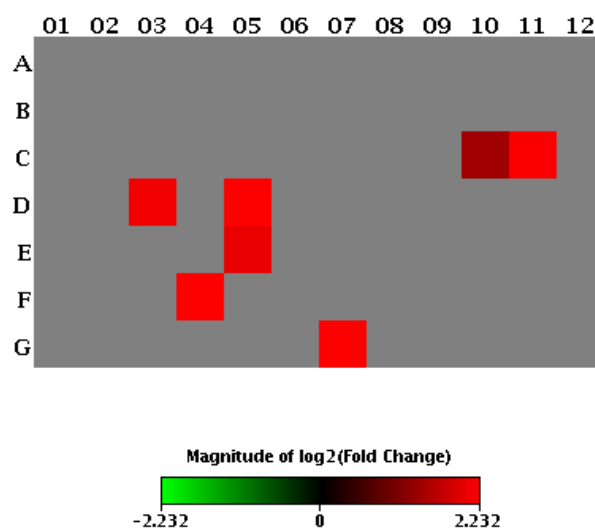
Mapa de calor da expressão gênica da resposta imune do GQ- *versus* GQ+, de CT de queratinócitos (n=10).
